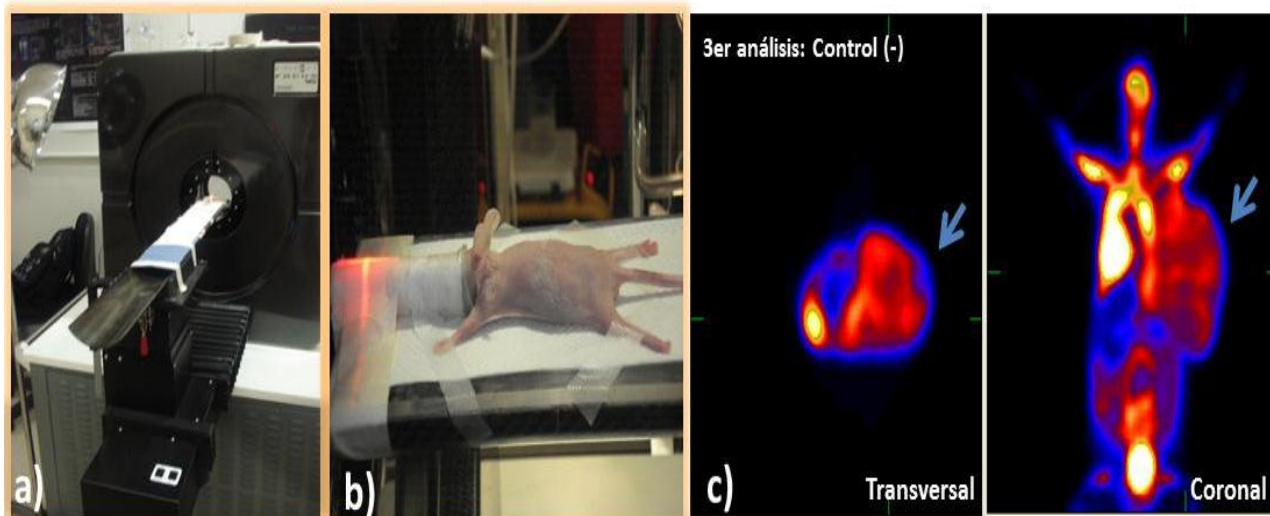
a) Equipo microPET Focus 120 Concorde Microsystems Siemens para estudios de animales pequeños de la Unidad PET/CT-Ciclotrón. Facultad de Medicina de la UNAM. b) Fotografía de roedor Foxn1nu/Foxn1nu sobre la camilla del microPET. c) Corte transversal y coronal de estudios microPET de ratón Foxn1^{nu}/Foxn1^{nu}: control (-) con 15 días de seguimiento de la enfermedad empleando el radio trazador [18F] FDG; una intensidad de color mayor refleja una concentración de actividad glicolítica alta. (Fotografías tomadas durante la realización de este proyecto de tesis en la unidad PET/CT ciclotrón de la Facultad de Medicina de la UNAM, Julio del 2011).
